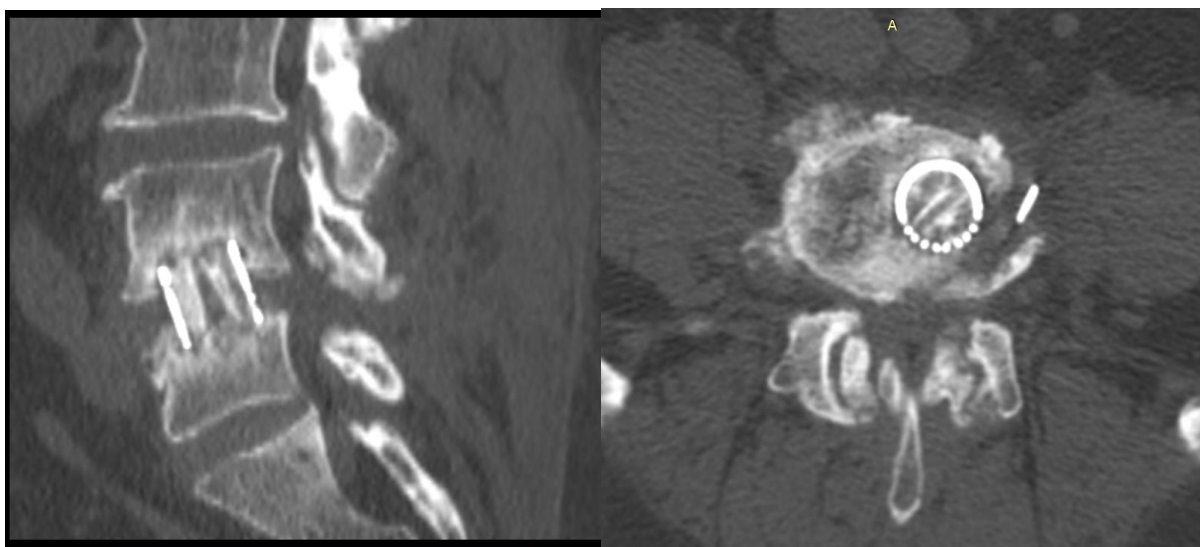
КТ через 6 месяцев после выполнения вентрального спондилодеза MESH, заполненного участками ребра (установлены вертикально)
